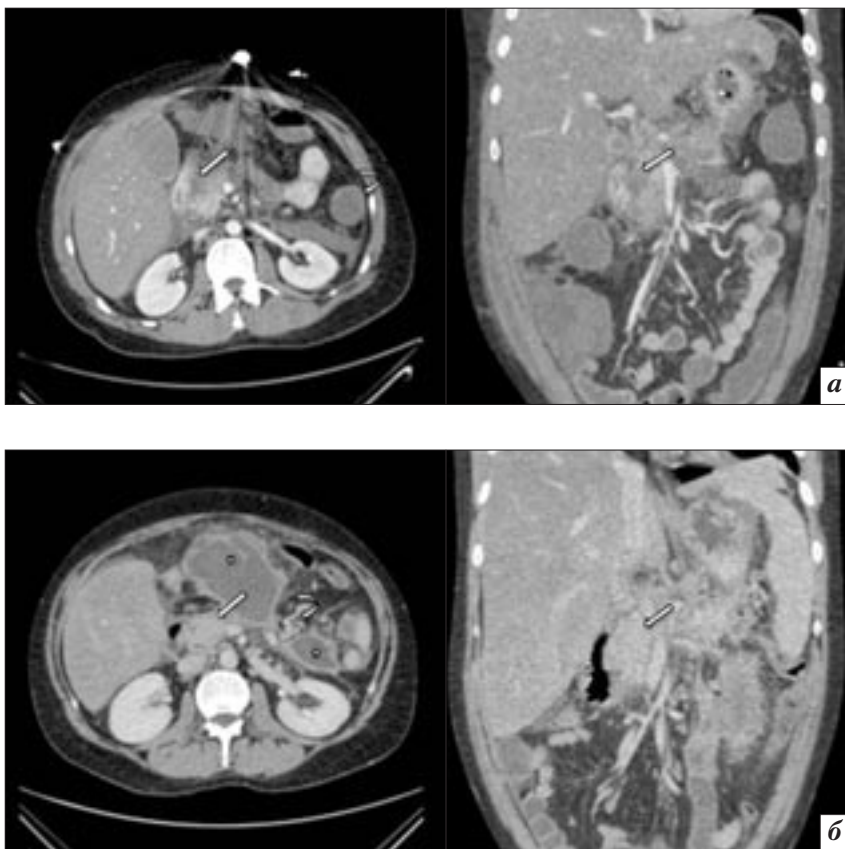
Результаты КТ-исследования пациента 32 лет с осложнённым клиническим течением острого панкреатита, выполненных с внутривенным контрастным усилением: *а* – первичное КТ-исследование: на аксиальной томограмме (слева) и корональной реконструкции (справа) определяются гиподенсный участок в головке поджелудочной железы (стрелки), инфильтрация перипанкреатической жировой клетчатки и жидкостные коллекторы в верхних отделах брюшной полости, отмечается снижение контрастирования стенки нисходящей ободочной кишки, что является признаком ее ишемических изменений; *б* – КТ-исследование в динамике через 4 мес: на аксиальной томограмме (слева) и корональной реконструкции (справа) гиподенсный участок в головке железы не определяется (стрелки), головка поджелудочной железы уменьшилась в размерах, визуализируются выраженные псевдокисты в верхних отделах брюшной полости (звездочки); перенесенный тромбоз селезеночной вены (не показан на изображениях) привел к появлению варикозного расширения вен (изогнутая стрелка).
